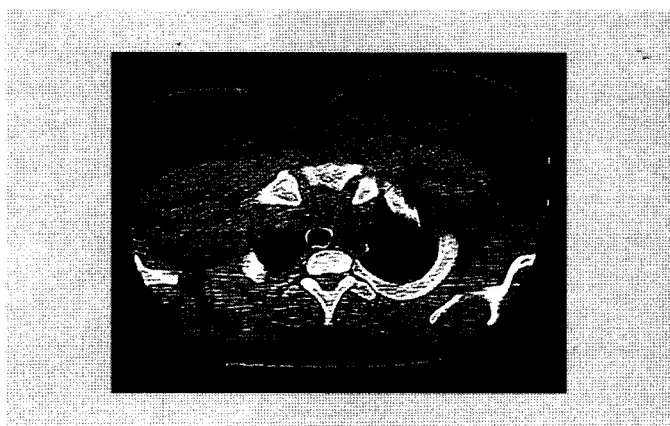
Exame de tomografia computadorizada mostrando tumoração em região pré-peitoral esquerda
